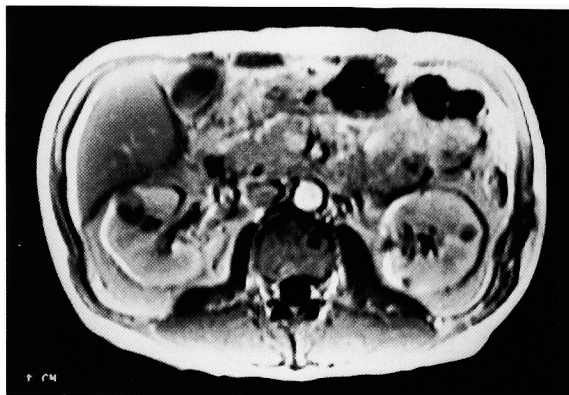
Dynamic MRI (T1 weighted image): Tumor was slightly enhanced.
